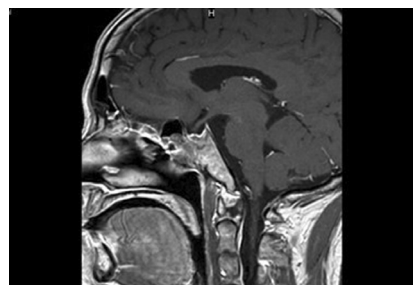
术后 2 周 MRI 矢状位提示视神经无受压
